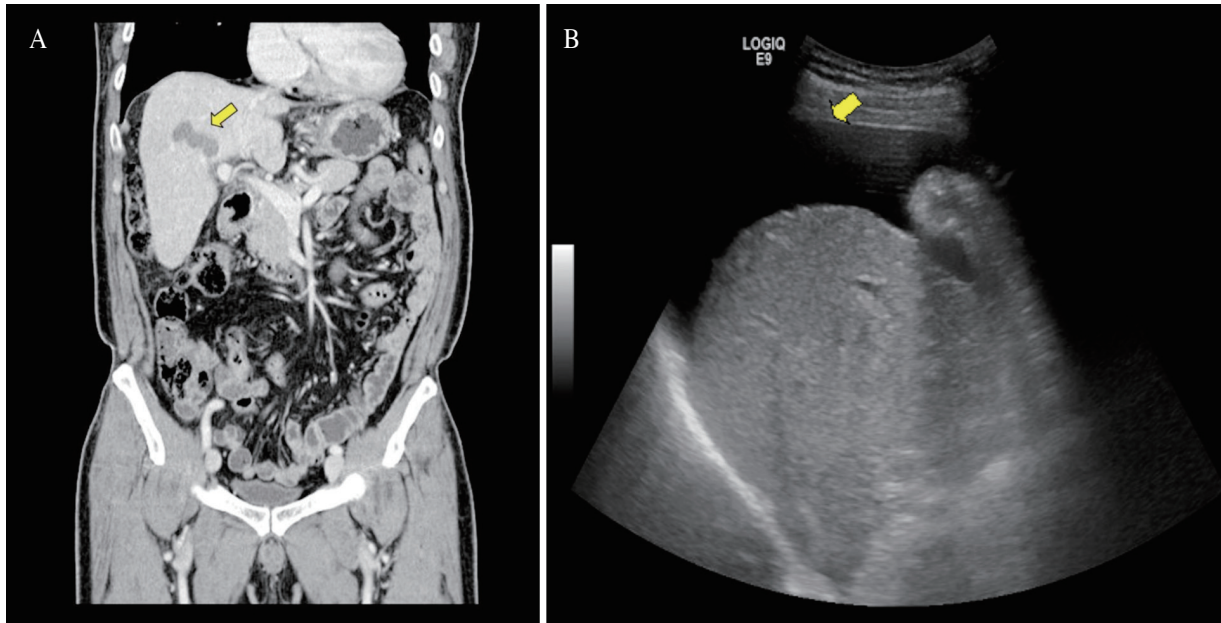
(A) Follow-up abdominal CT after 2 months of tuberculosis treatment shows no change in the elongated, poorly enhanced mass in the segment 8 of the liver (arrow). (B) Follow-up abdominal US after 3 weeks of stopping tuberculosis medication shows a large amount of ascites around the liver as compared to that noted on previous abdominal US.
